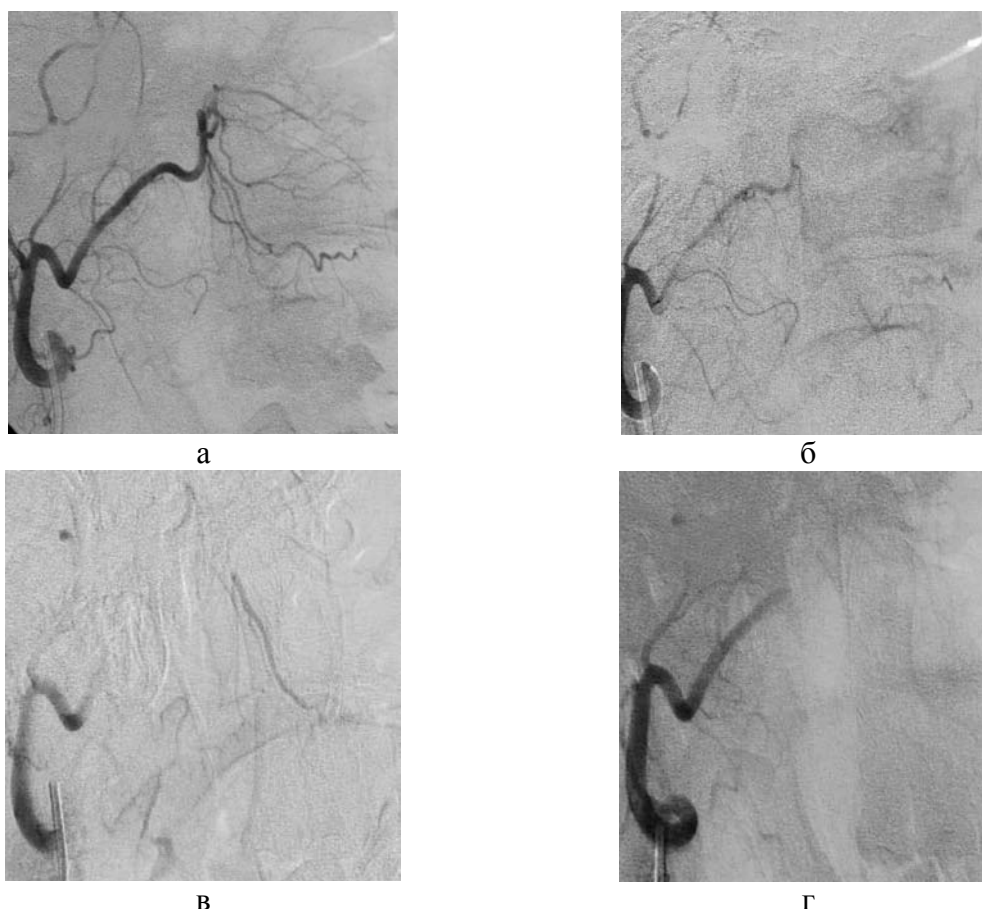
Ангиограммы больной Б., 44 лет, кровотечение из правой половины носа: а – ангиограмма правой верхнечелюстной артерии в артериальной фазе, определяется усиление васкуляризации и накопления рентгеноконтрастного вещества (б) в капиллярной фазе; в – после первого этапа эмболизации отмечается заполнение по мелким коллатералям одной из ветвей а. sphenopalatina; г – контрольная ангиограмма после завершения эмболизации, артериальные ветви в проекции носовых ходов не визуализируются.
